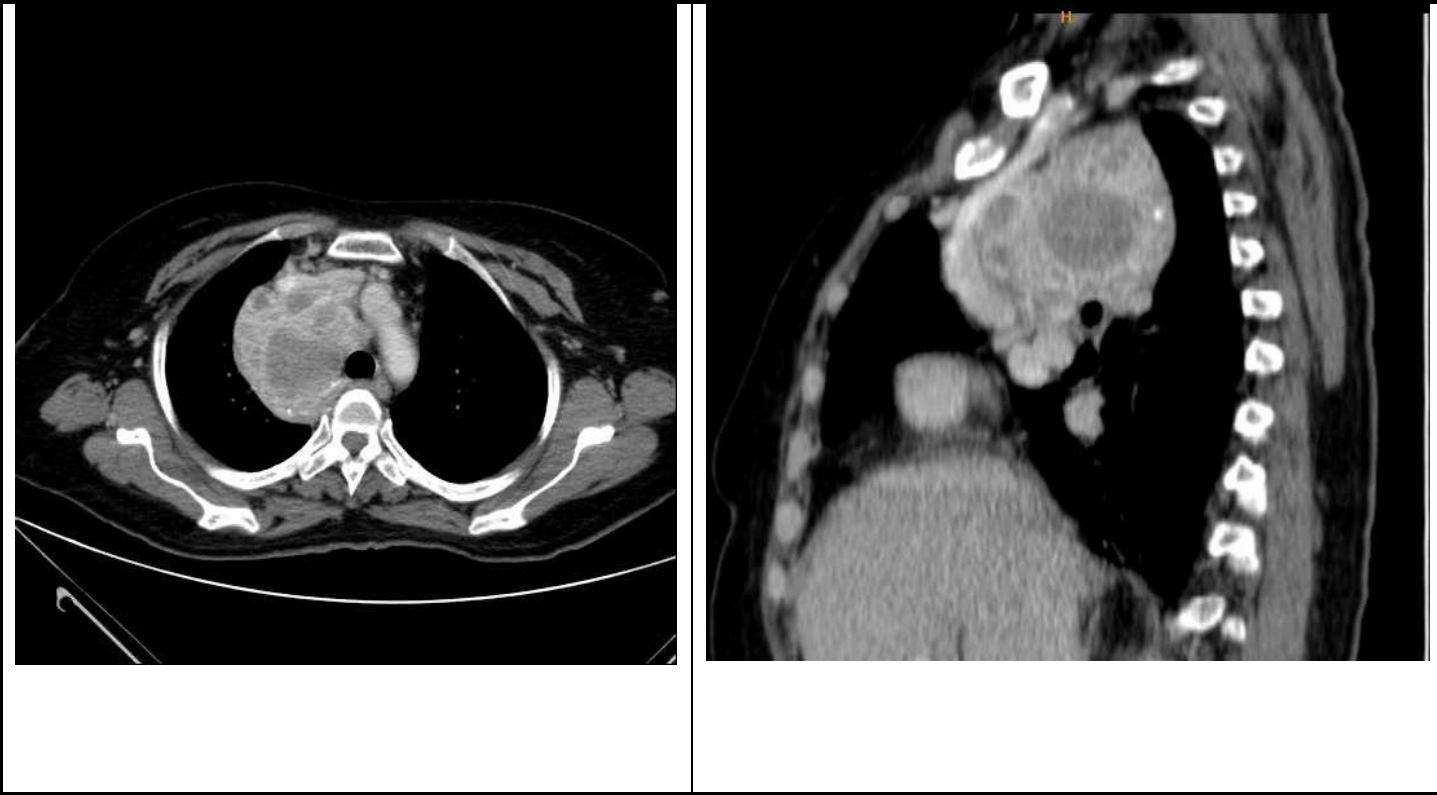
66 yaşında kadın olgu, aksiyal ve sagittal reformat BT kesitlerde, orta mediastende, kalsifikasyon-nekroz alanları içeren kitle, intratorasik guatr.
